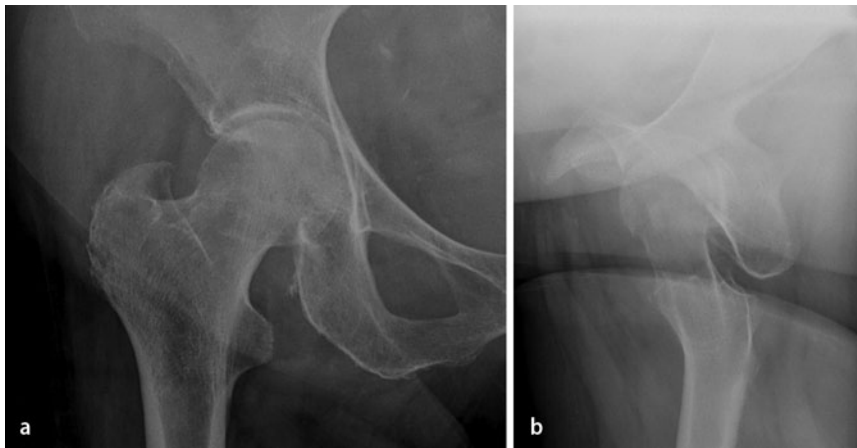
◀ Konventionelle Projektionsradiographie des Beckens im a a.-p.-Strahlengang und b axial rechts zeigen degenerative Veränderungen des rechten Hüftgelenks. Es konnte keine Fraktur nachgewiesen werden
